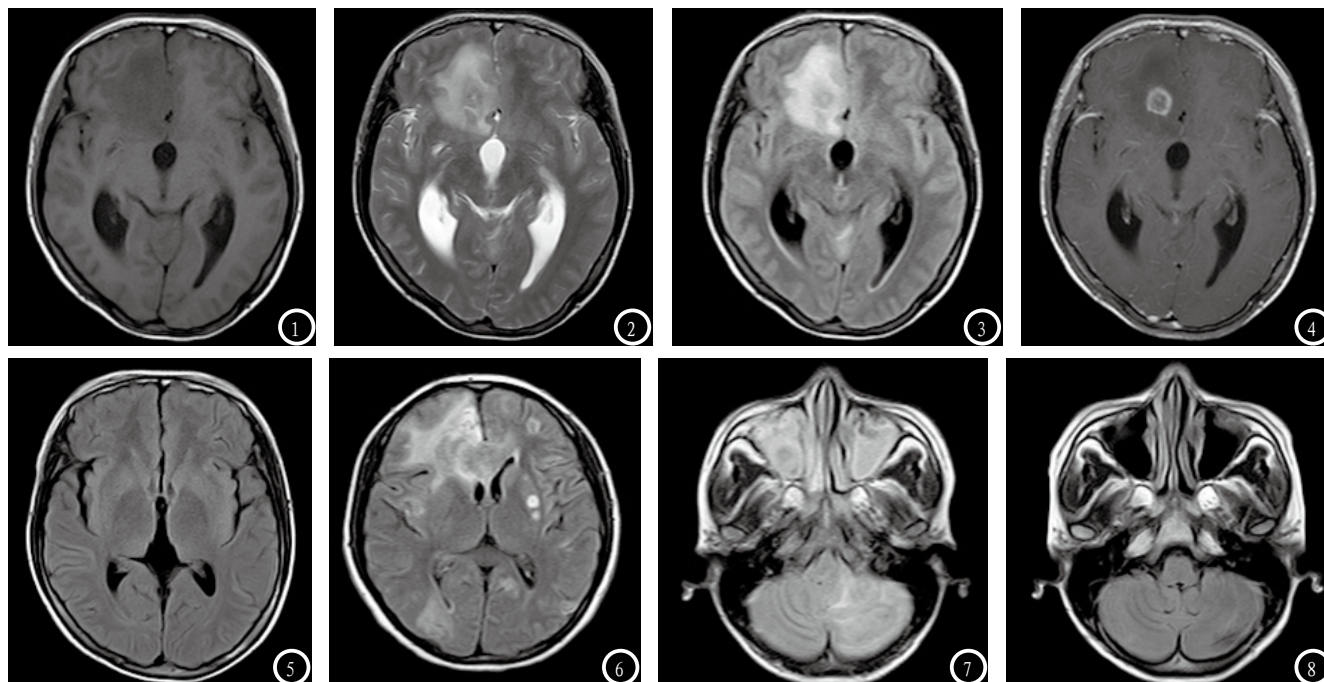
患者，女，28岁，AIDS合并弓形虫脑病，头痛数周，无发热，颅脑MRI(图1-4)显示病变位于右侧额叶，呈结节样，周围水肿明显，增强扫描病变呈“靶征”样改变，内层高信号层欠完整。2月后复查(图5)，右侧额叶病变基本吸收。图6 患者，女，22岁，AIDS合并弓形虫脑病，发热一周，头痛半年。颅脑MRI-T2FLAIR序列显示左侧豆状核病变呈“外高内低”样信号改变。图7-8 患者，男，40岁，AIDS合并弓形虫脑病，头痛数天，无发热，颅脑MRI显示左侧小脑半球病变一年后仍然有少量残留(图7首次检查，图8一年后复查)。
